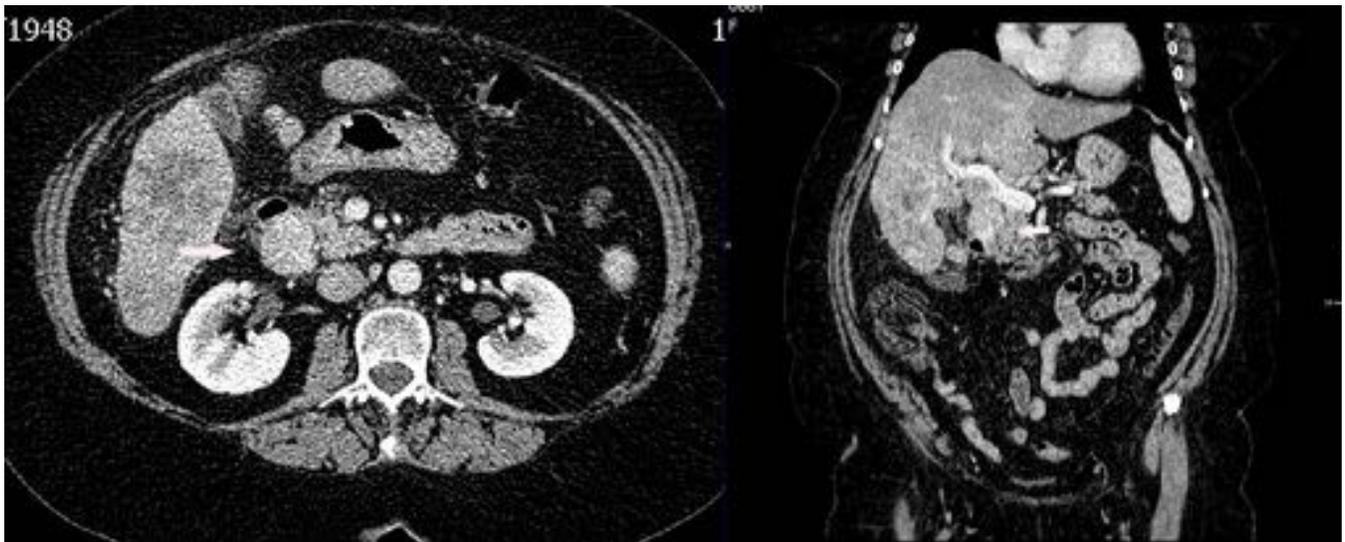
TC abdominal axial y con reconstrucción coronal que muestra una imagen redondeada hipercaptante en segunda porción del duodeno (flechas) compatible con gastrinoma. Nótese las imágenes redondeadas mal definidas, hipodensas hepáticas compatibles con metástasis.
